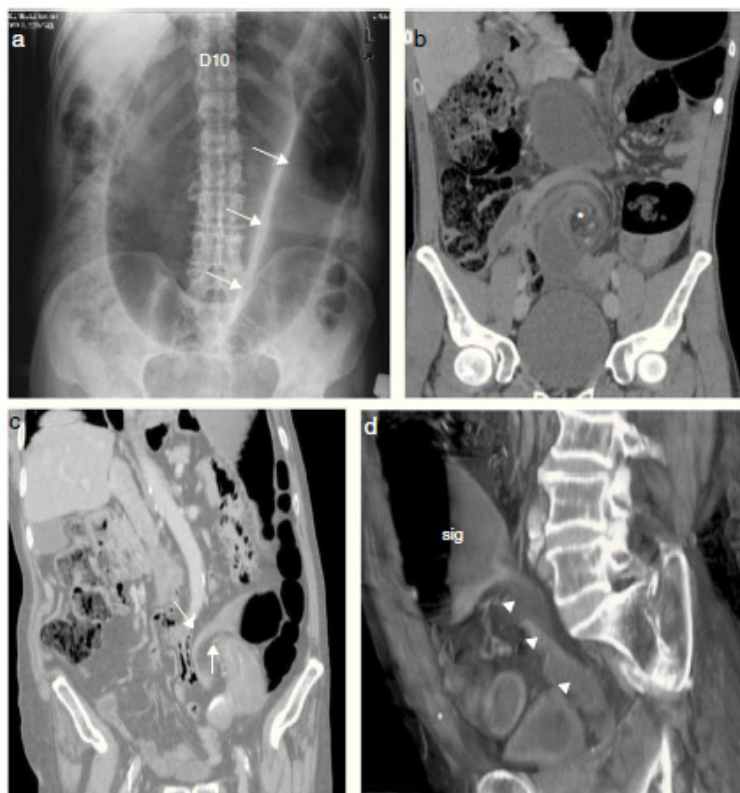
Vólvulo de sigma. a) Radiografía simple con imagen típica de vólvulo de sigma, una gran asa dilatada con forma de «U» invertida con un pliegue central que dibuja un «grano de café» (flechas). El asa ocupa los cuadrantes izquierdos y sobrepasa la 10a vértebra torácica (D10). b) Vista coronal de TC. Los vasos mesentéricos y el sigma giran en torno a un punto central (asterisco) y configuran el signo del remolino. c) Vista coronal en TC en un plano más anterior. El estrechamiento progresivo de las asas en torno al punto de torsión da lugar al signo del pico de pájaro (flechas). d) Reconstrucción volumen rendering sagital de imágenes de TC. Se aprecia un giro completo del sigma adquiriendo la apariencia de una cuerda torsionada (cabezas de flecha), con dilatación y nivel hidroaéreo del sigma proximal obstruido (sig).
